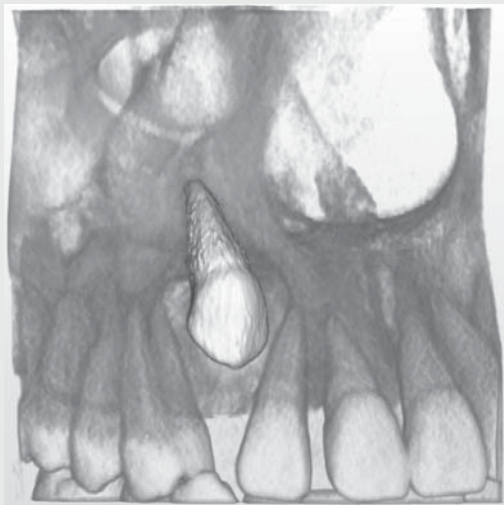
Three dimensional reconstruction image of impacted canine from CT scanning
